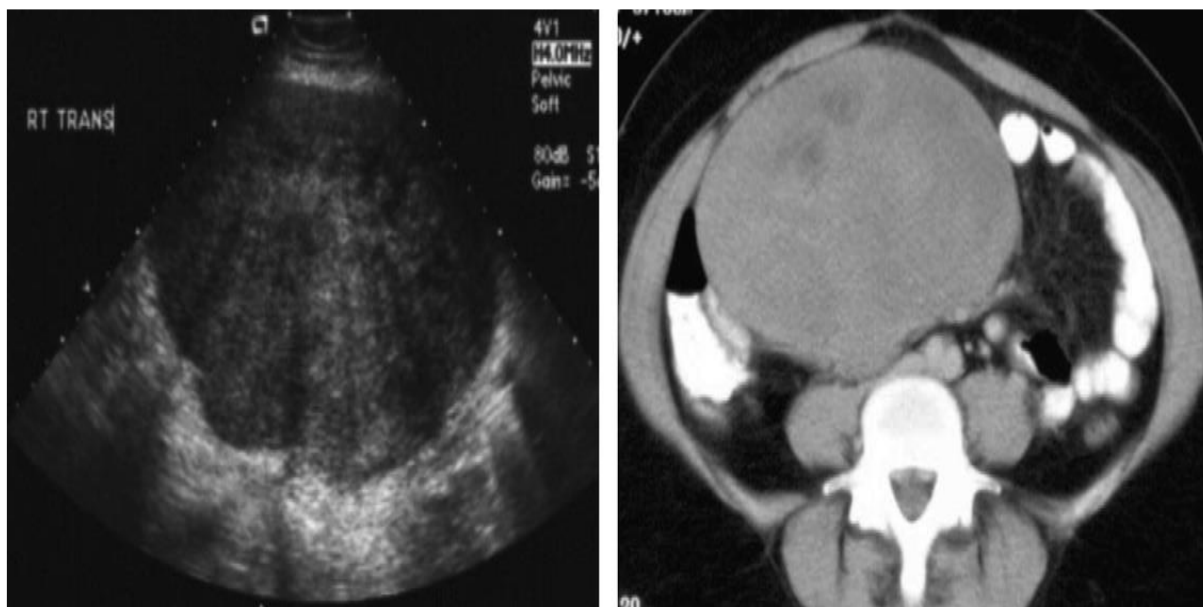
Aspect échographique (à gauche) et TDM (à droite) d'une TD : masse volumineuse bien limitée, comportant de petites zones faiblement hypoéchogènes ou hypodenses.
